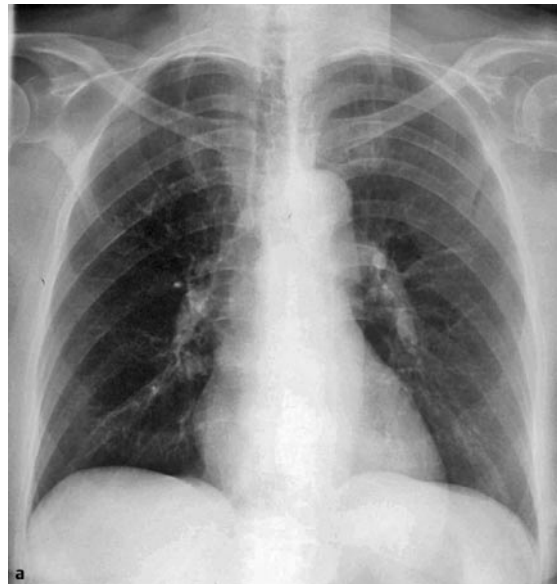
Lungenarterienembolie. a Charakteristischer, aber seltener Röntgenbefund mit hypertransparenter rechter Lunge, angedeutet Hilusamputation rechts, kompensatorische Mehrperfusion links. b Korrespondierende Angio-CT-Schicht durch die rechte Pulmonalarterie mit lumenausfüllendem Thrombus (Pfeile). Kleiner Thrombus auch in der linken Unterlappenarterie (Pfeilspitze).
